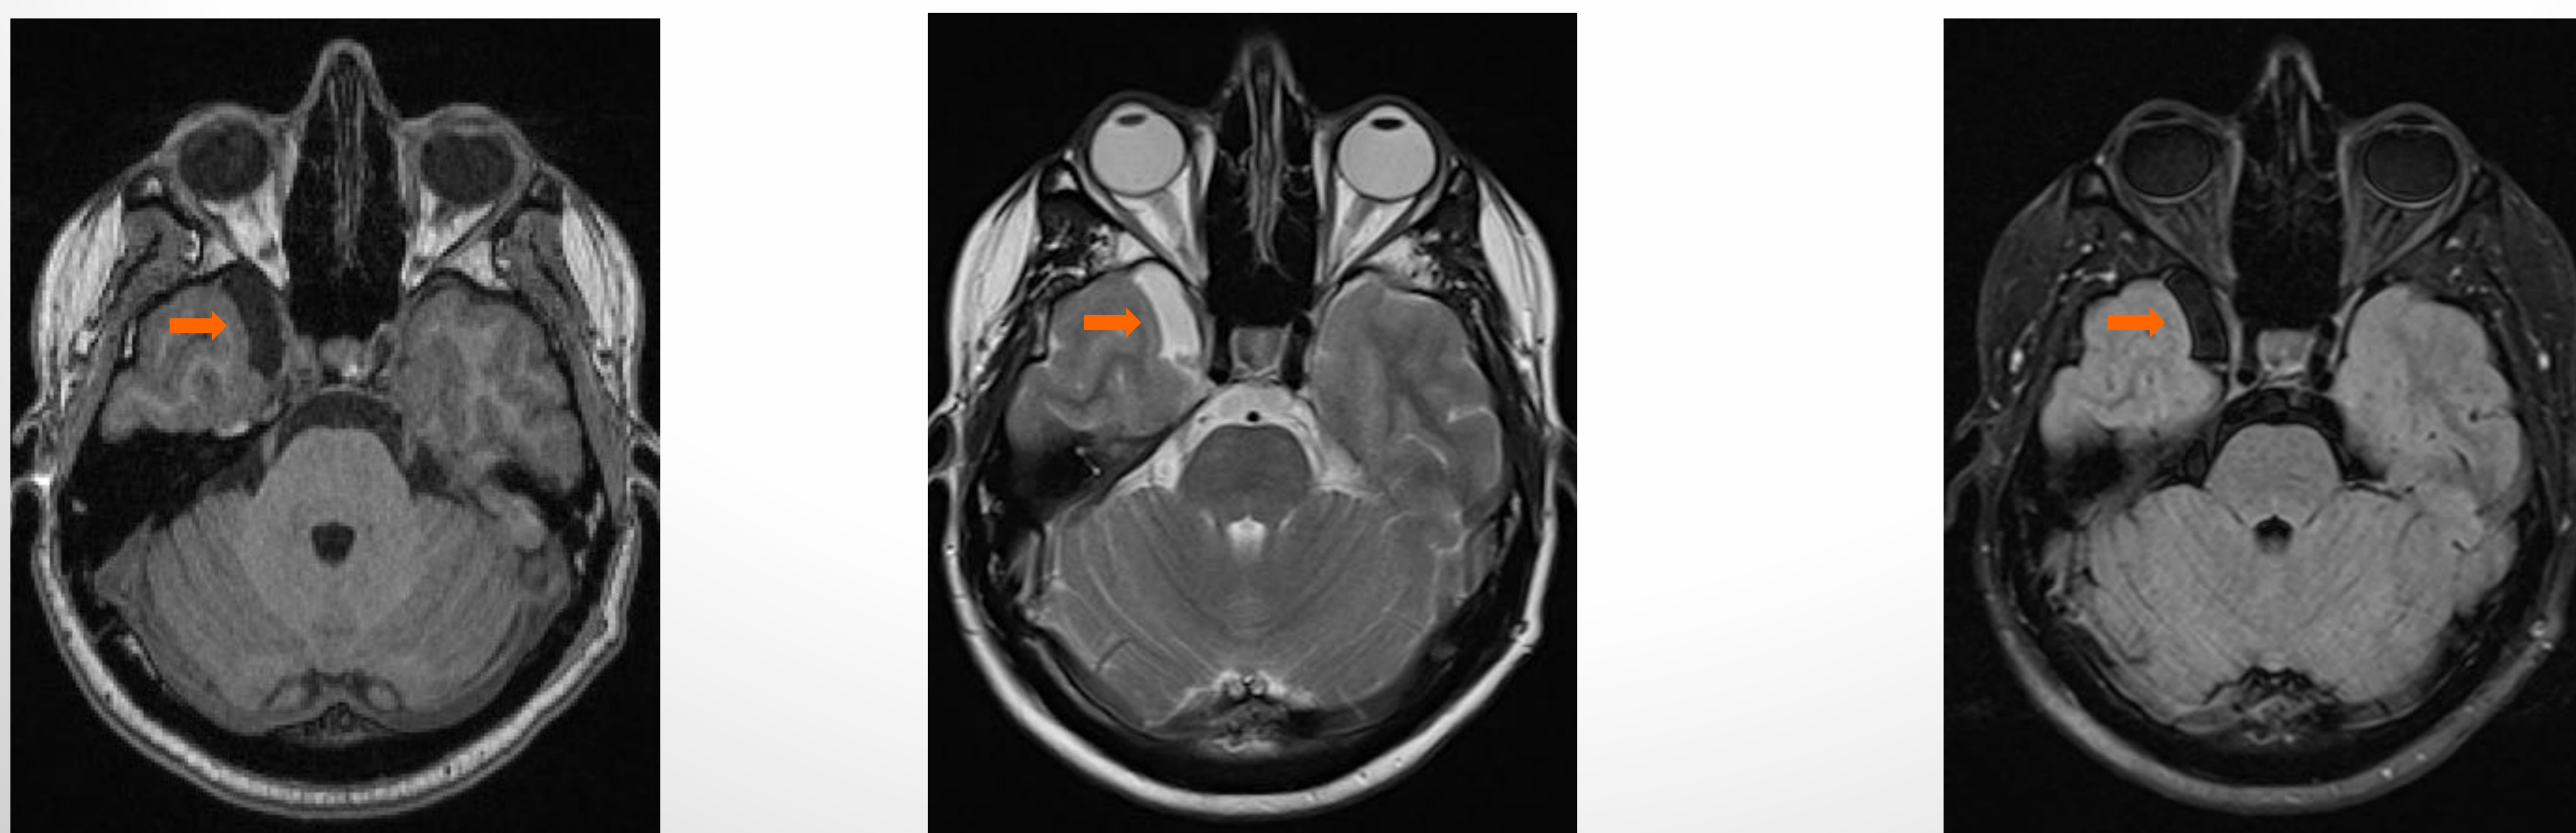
Imágenes axiales de RM del mismo paciente con el quiste aracnoideo en fosa craneal media derecha (señalado con una flecha), observándose como tiene una IS paralela al LCR en las secuencias T1, T2 y FLAIR respectivamente.
